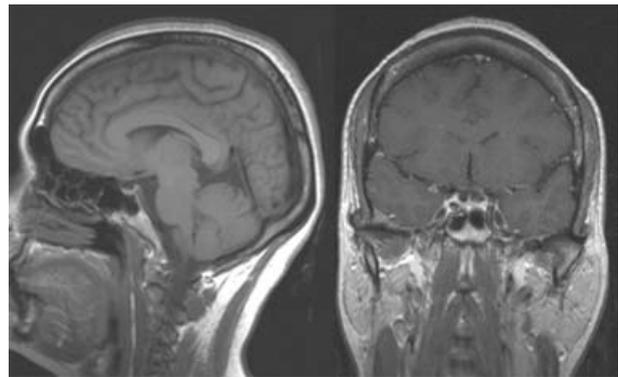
Imágenes de resonancia magnética en cortes sagital y coronal tomadas después de la intervención quirúrgica; no se aprecia remanente tumoral.
